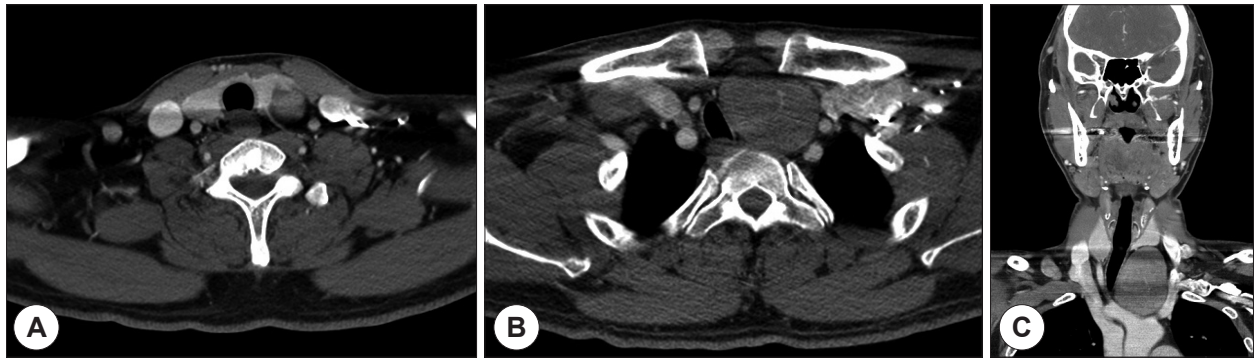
Neck CT scans show left lower anterior neck mass which goes down to upper mediastinum via substernal area. A : Axial view at thyroid level. Left thyroid and the mass were separated. B : Axial view at clavicle level. The mass was occupied upper mediastinum. Trachea was deviated to right side due to the mass. C : Coronal view. Margin of mass was superior to left thyroid lower pole, medial to trachea, lateral to left internal jugular vein, inferior to mediastinal great vessels.
